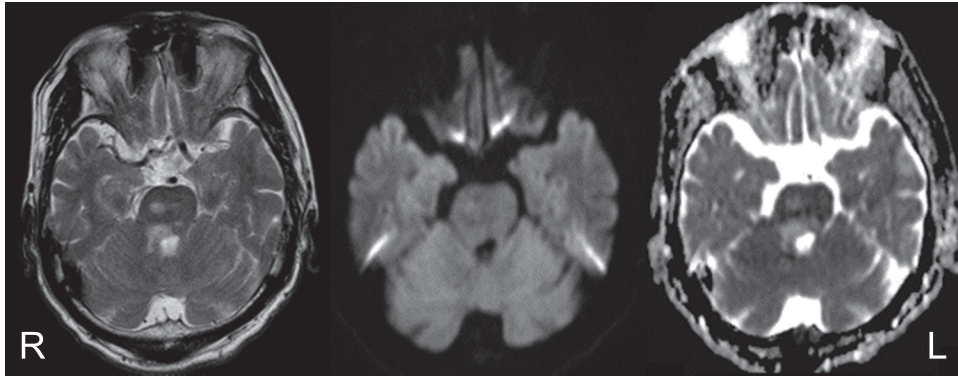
Brain MRI images.
